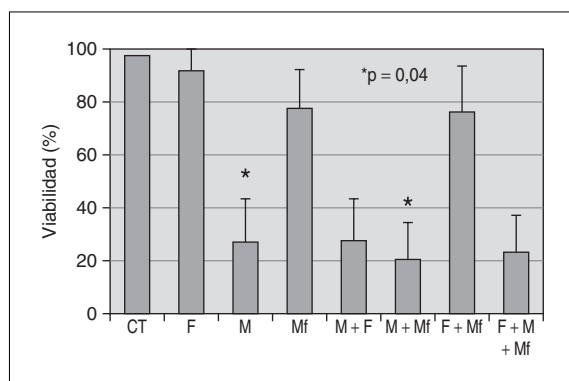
Efecto citotóxico de fludarabina, mitoxantrona y mafosfamida solos o en combinación en células primarias de LCM. Células de 10 pacientes con LCM se incubaron con 37 °C durante 24 h en ausencia de ningún fármaco (CT), con dosis farmacológicas de fludarabina (F; 1 $\mu\text{g/ml}$), mitoxantrona (M; 0,5 $\mu\text{g/ml}$), y mafosfamida (Mf; 1 $\mu\text{g/ml}$), o con la combinación de éstas. La viabilidad celular se determinó mediante marcaje con anexina V y análisis por citometría de flujo.
